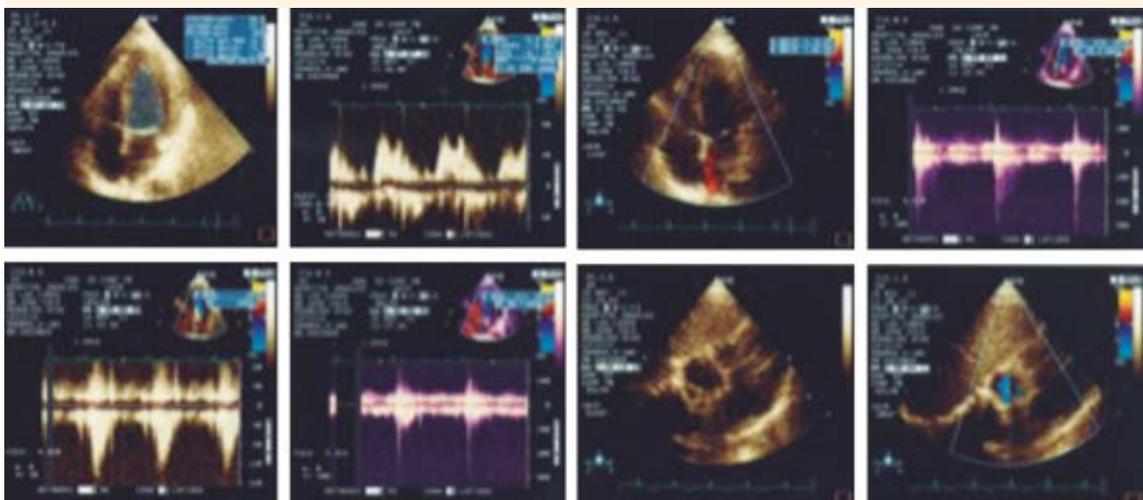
Ecocardiograma transtorácico que muestra la función ventricular normal al término del el tratamiento.
